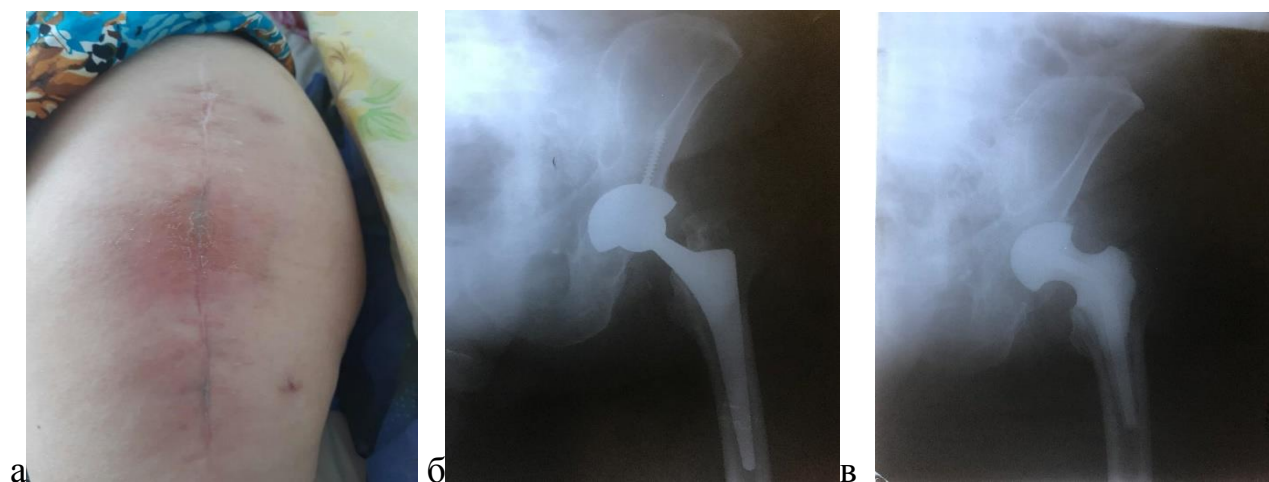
Внешний вид области ТБС и рентгенограммы больной Е.:
